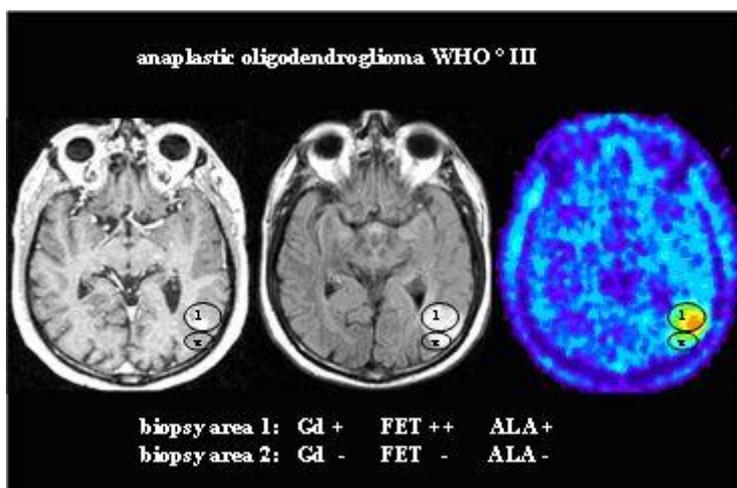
Kontrastanreicherung in T1-gewichteter MRT (links), T2-gewichtete FLAIR-Sequenz im MRT (mitte) und ^{18}F -FET PET (rechts) (Patient Nr 18). Die präoperativ gewählten Areale für die neuronavigierte Biopsie sind durch die Kreise markiert. Beide Biopsien entsprechen einem Oligodendrogliom WHO Grad III. Biopsie-Areal 2 war GD-negativ, FET PET und 5-ALA-negativ. Biopsie-Areal 1 war positiv für alles (Ewelt et al., Clin Neurol Neurosurg 2011).
